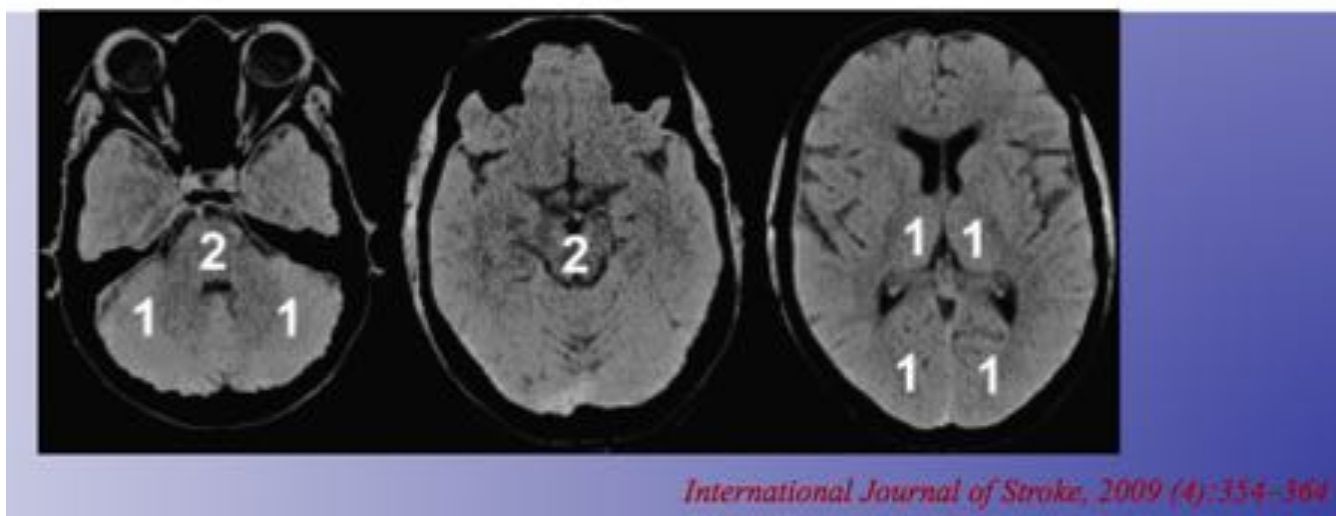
Clasificación ASPECTS en territorio vertebrobasilar.
